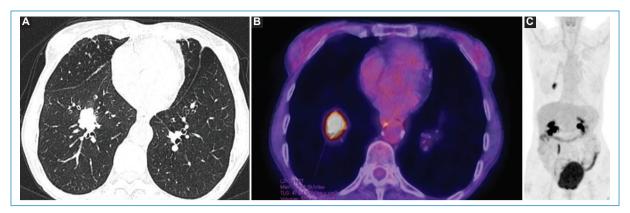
Paciente de sexo femenino de 78 años en control por antecedente de linfoma no Hodgkin. En estudio de 18F-FDG/PET-TC realizado a los 12 meses del fin de su tratamiento se observó nódulo pulmonar derecho hipermetabólico, con características morfológicas relacionables con tumor primario en la tomografía axial de tórax (A) y fusión PET-TC (B). Nótese la ausencia de adenomegalias significativas en el MIP coronal de PET realizado (C), hallazgos que ayudan a pensar en lesión no relacionada con el antecedente linfoproliferativo conocido. MIP: proyección de máxima intensidad de contraste
